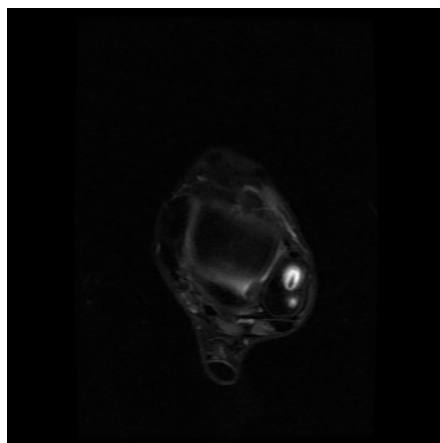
MRI at the last follow-up showed ATFL
